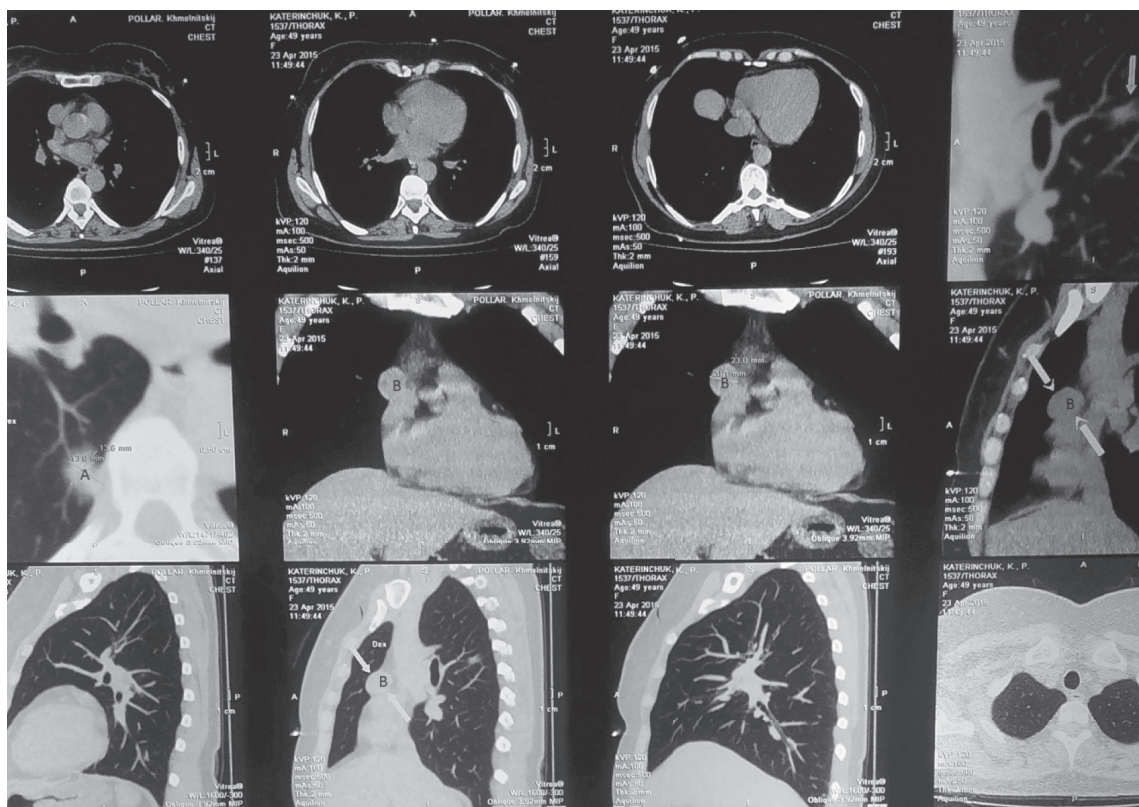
Комп'ютерна томографія з внутрішньовенним контрастуванням до операції. А — карцинома легені, В — тимома.
